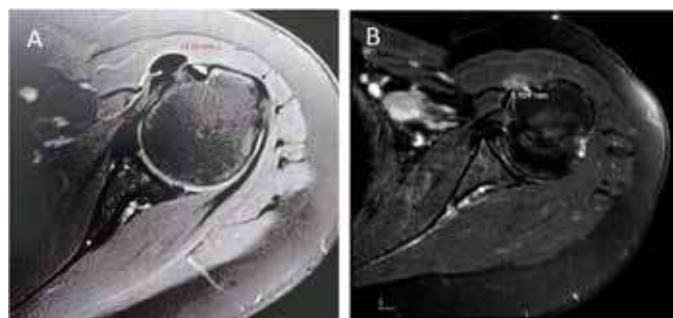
Ressonância magnética demonstrando calcificação em tendão de subescapular em seu maior diâmetro. (A) calcificação pré-tratamento. (B) Calcificação pós-tratamento com ondas de choque.
